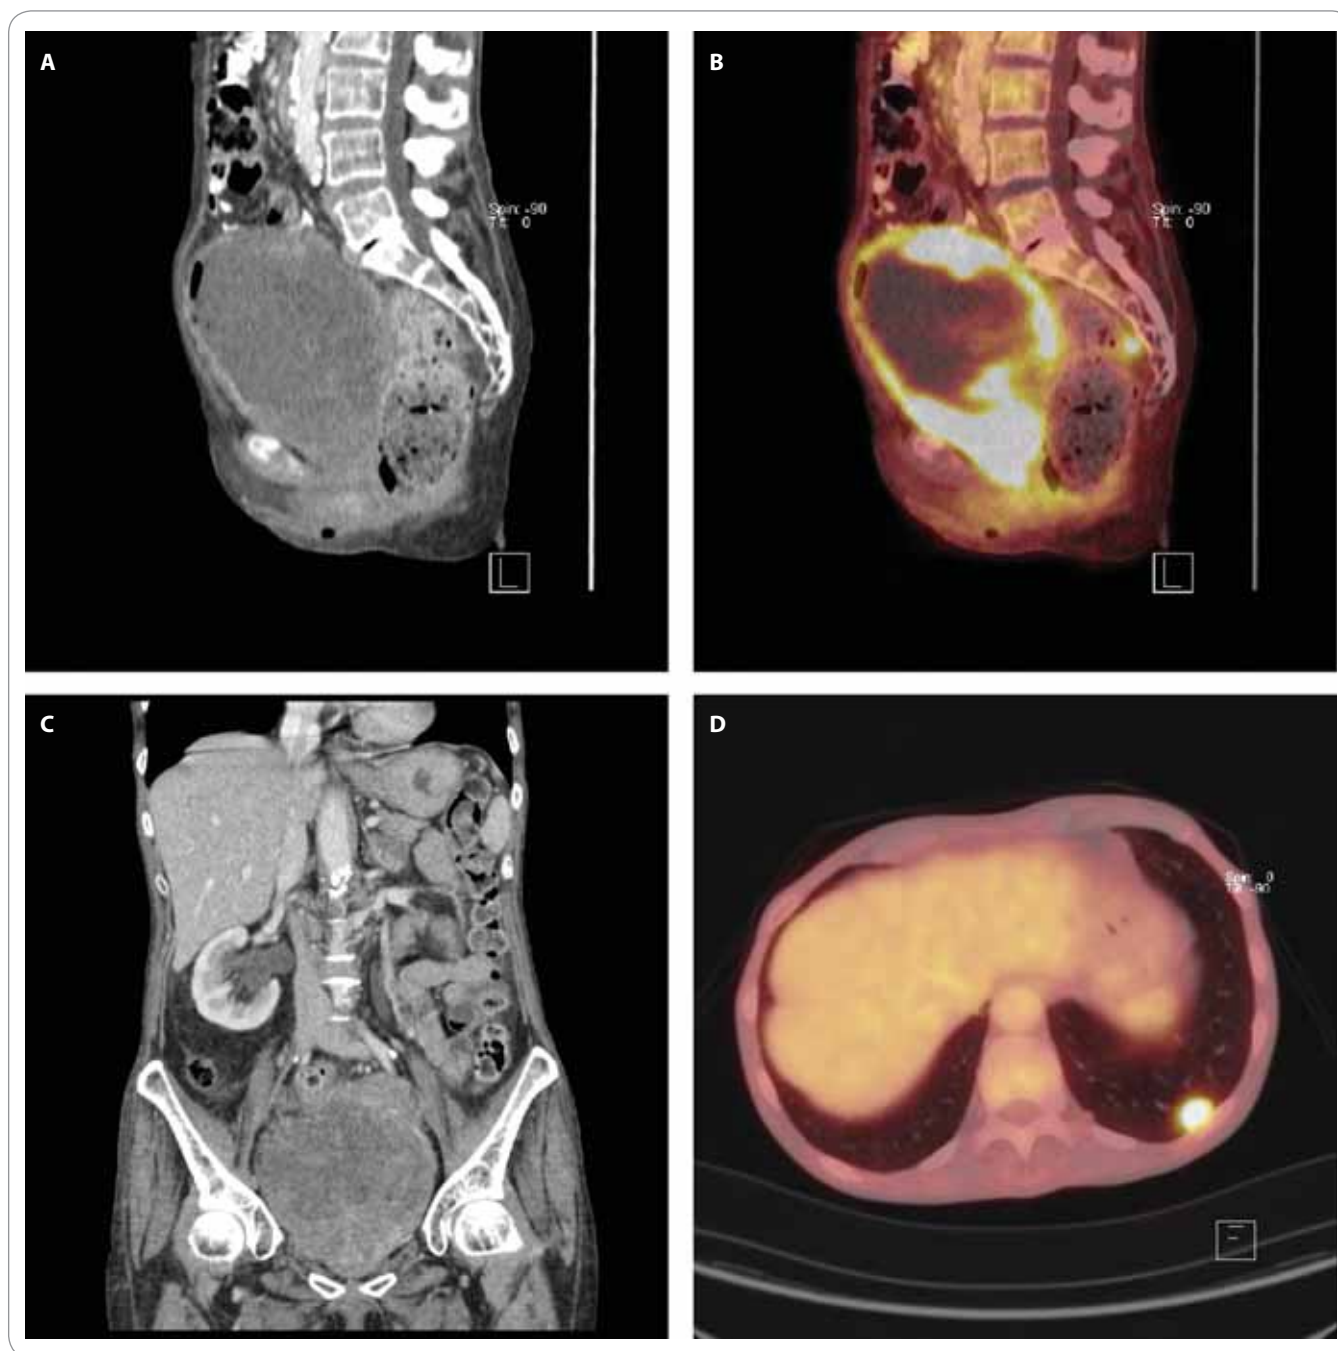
FDG-PET/CT scan (due to renal deterioration without iodine contrast i.v. Axial plane, non-contrast CT showing huge urinary bladder mass (A); axial plane, FDG accumulating in tumorous bladder tissue (non-accumulating necrotic inner part of the tumor) (B); coronal plane, obstructed right kidney due to bladder mass (C); FDG accumulation lesion in the lower lobe of the left lung (D). FDG – fluorodeoxyglucose
